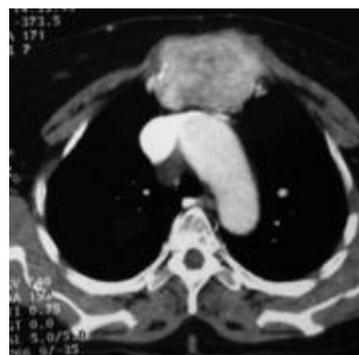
TDM cervico thoracique en coupe axiale : masse sternale arrivant au contact du tronc veineux innominé gauche sans l'envahir.
